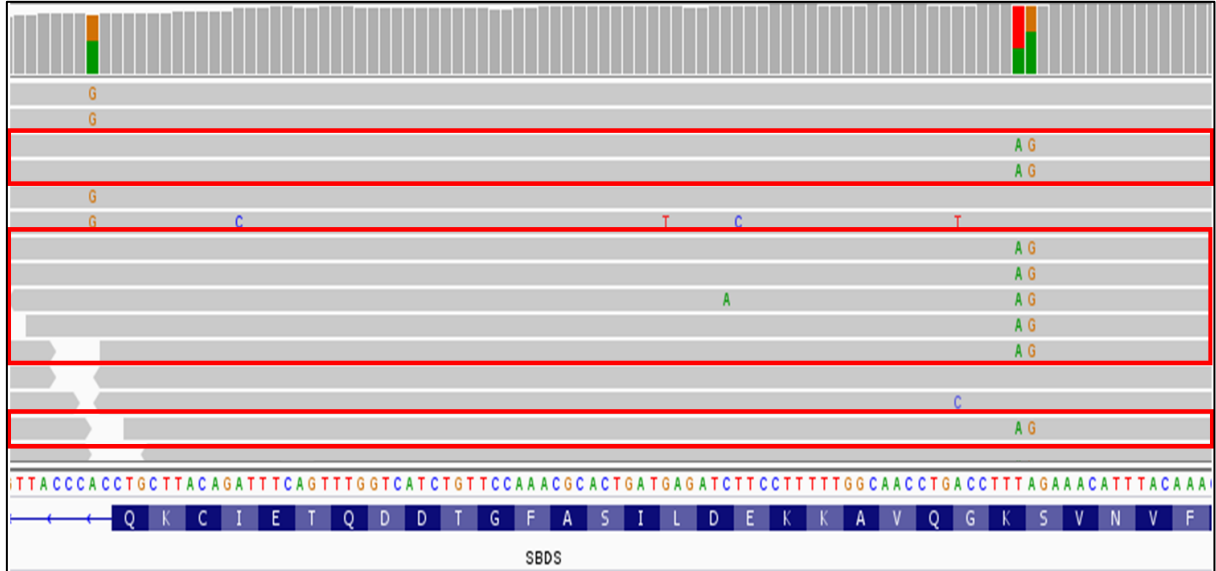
En esta imagen se han marcado con líneas rojas las lecturas correspondientes a la mutación 183_184TA>CT y, como puede observarse no comparte el mismo haplotipo que la mutación 258+2T>C ni parece existir contaminación por el pseudogen ya que la secuencia CTTTTTG se encuentra conservada. Por tanto, ambas mutaciones se encuentran en el gen *SBDS*.
